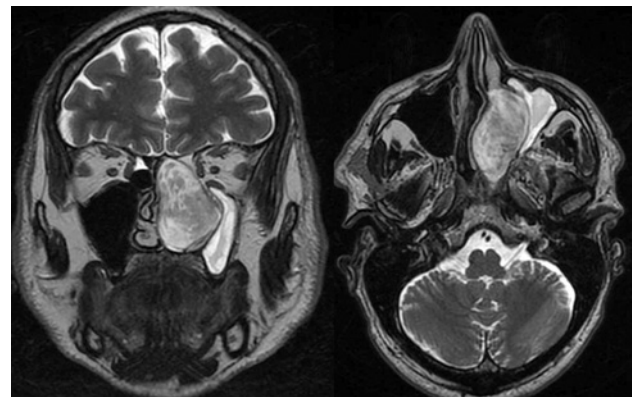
Imágenes de RMN en T2 en cortes coronal y axial, donde se observa una lesión en fosa nasal izquierda que desplaza septum nasal y pared medial del seno maxilar izquierdo.
